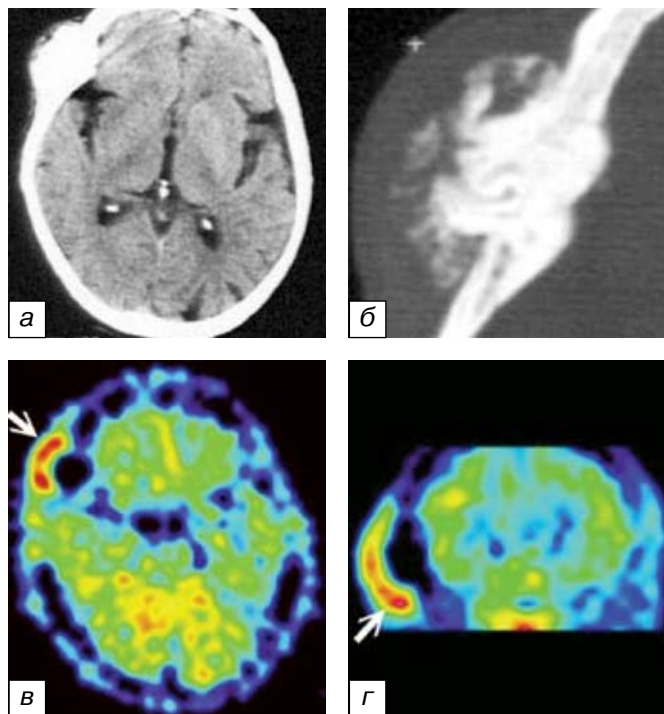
Периостальная менингиома правого большого крыла клиновидной кости: *а* — аксиальная КТ; *б* — КТ в костном режиме. Неоднородный гиперостоз латерального отдела правого большого крыла клиновидной кости с экстракраниальным распространением. Целостность внутренней пластинки не нарушена. Внутричерепной опухолевый узел исключен; *в* — аксиальная и *г* — фронтальная ПЭ-томограммы с ^{11}C -метионином. Очаг высокого накопления ^{11}C -метионина (индекс накопления равен 2,0), в поверхностных слоях экстракраниального узла (стрелка). Компактная часть гиперостоза визуализируется как очаг полного отсутствия метаболизма. В интракраниальном пространстве ПЭТ признаков опухолевой ткани не выявлено.
